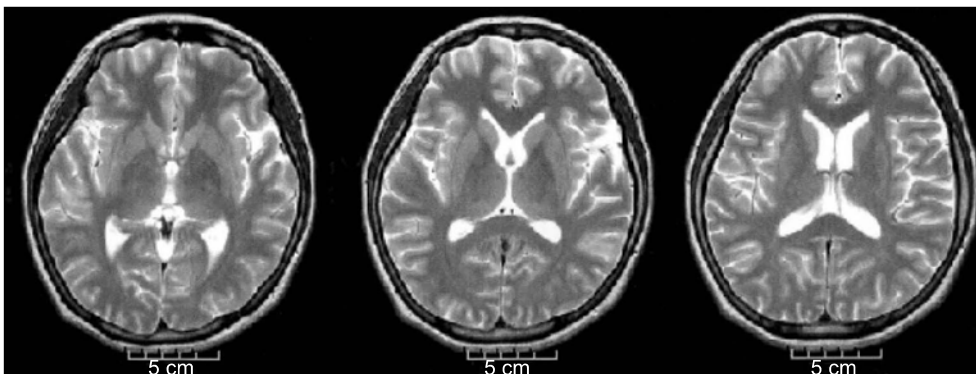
T2-weighted MRI, which was performed at initial presentation, shows normal signal intensity in cerebral cortex.
